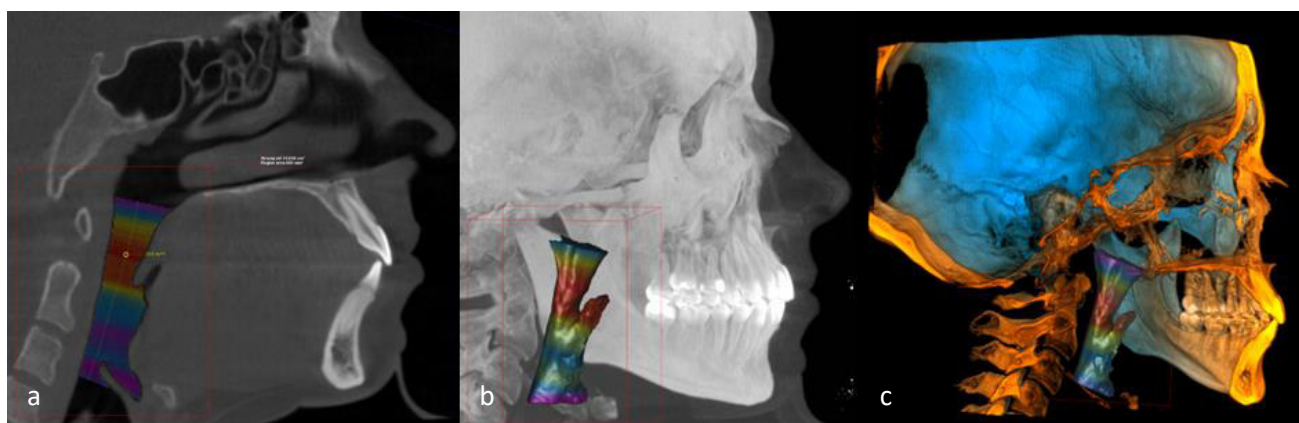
Analiza colorimetrică a segmentării orofaringelui cu determinarea suprafeței minime în secțiune axială în mm². a) secțiune sagitală a CBCT-ului. b) randarea volumetrică. c) randarea volumetrică cu evidențierea regiunii de interes
